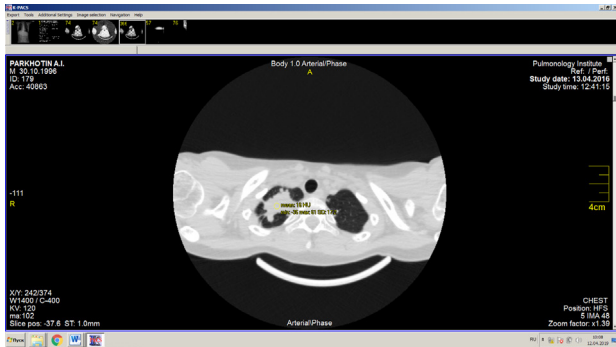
Аксиальный срез КТ больного С. с денситометрическими показателями туберкулемы
